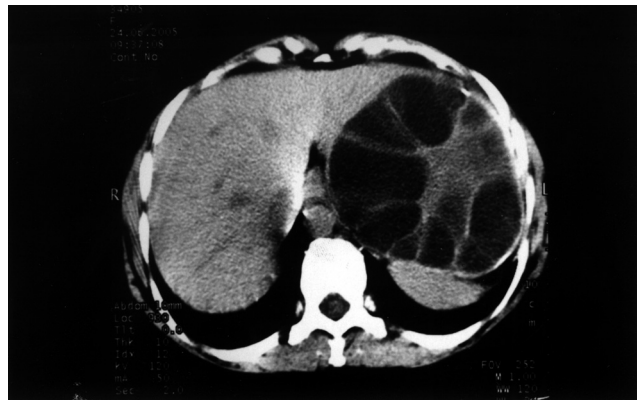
TDM montrant la masse kystique au niveau du pôle inférieur de la rate.
